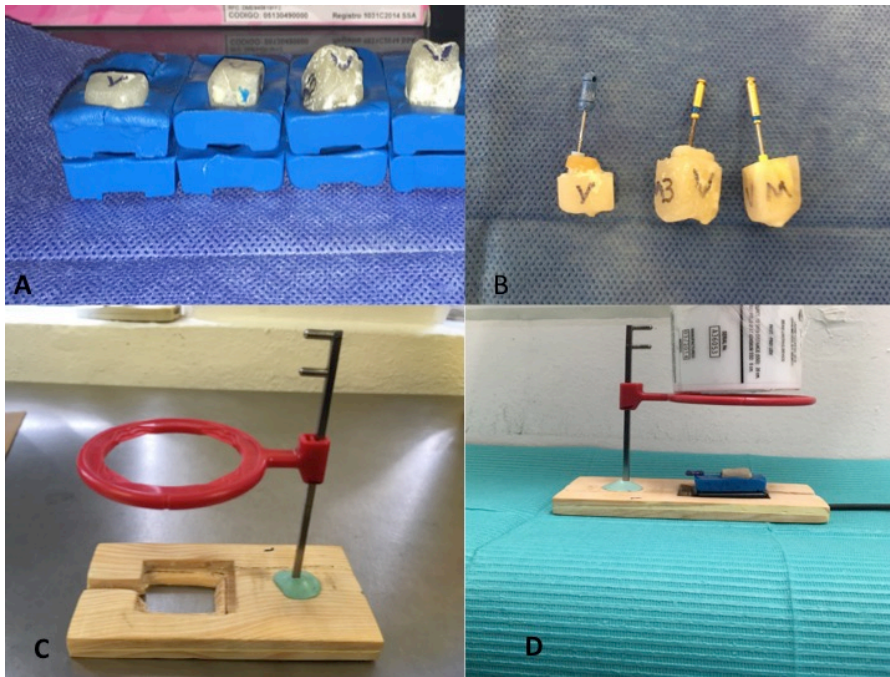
A) Molde hecho de silicón con las muestras posicionadas. B) Muestras instrumentadas hasta la lima 30 antes de su toma de radiografía. C) Soporte hecho de madera para el posicionamiento del cono para tomar la radiografía. D) Cono colocado junto el soporte de madera con el Radiovisiografo y muestra.
